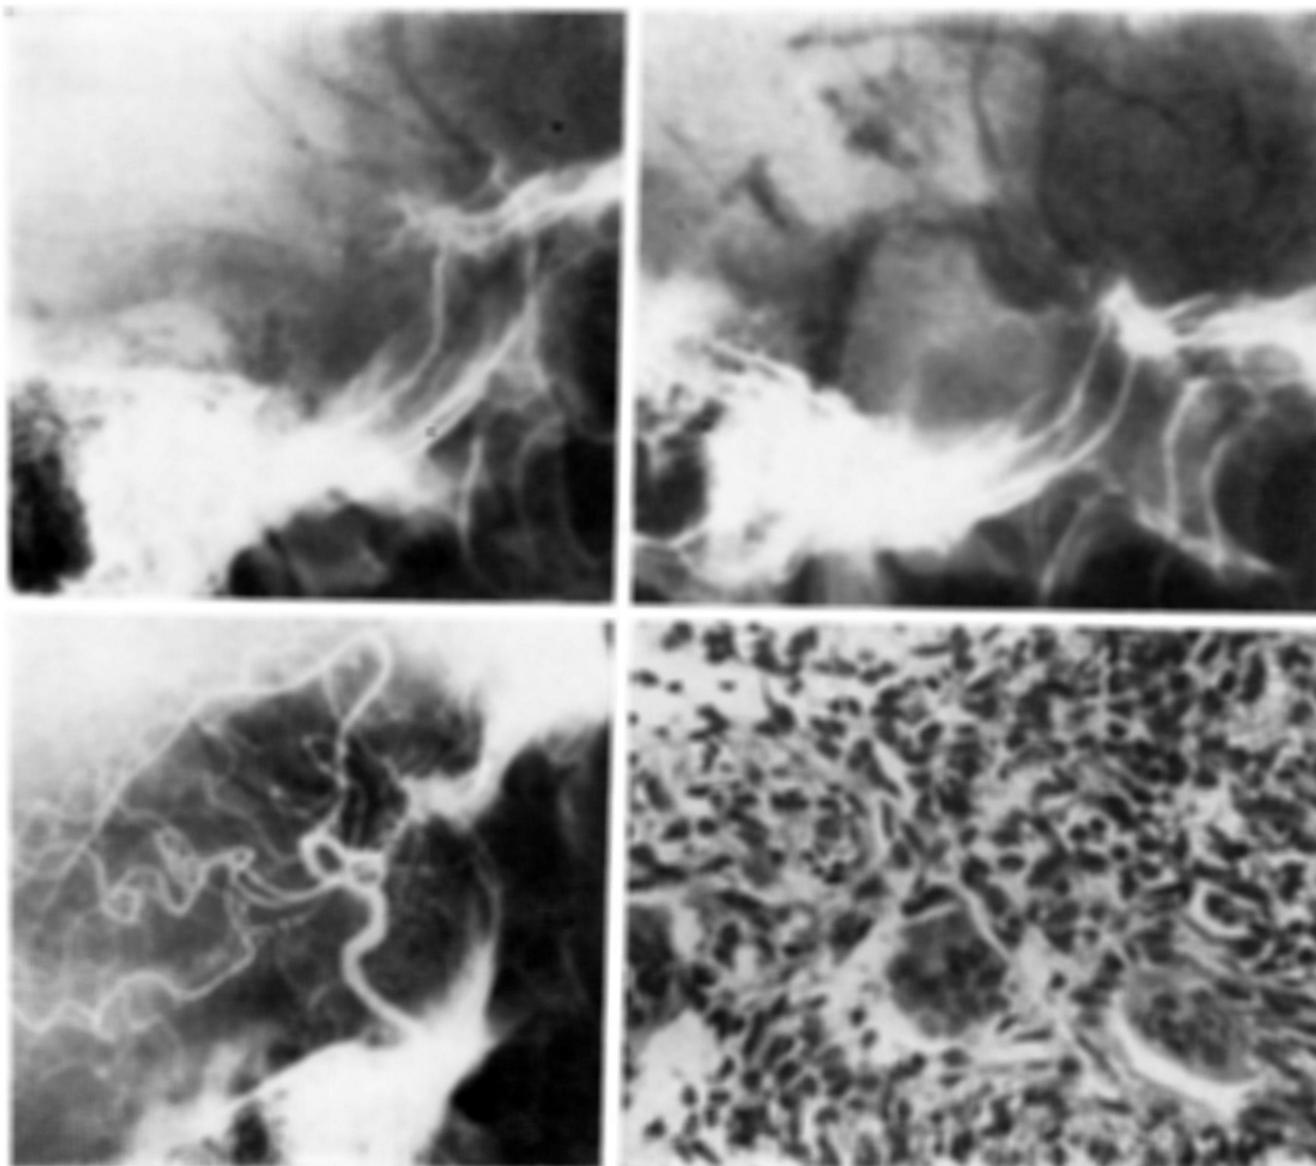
Caso 1. Radiografia simples mostrando destruição selar e velamento do seio esfenoidal; pneumoencefalograma mostrando expansão supra-selar em direção à cisterna interpeduncular; angiografia evidenciando desvio da carótida intracavernosa e elevação das porções iniciais da A.C.A.; aspecto microscópico caracterizando tumor de células gigantes do tipo I (HE — 220 x).
